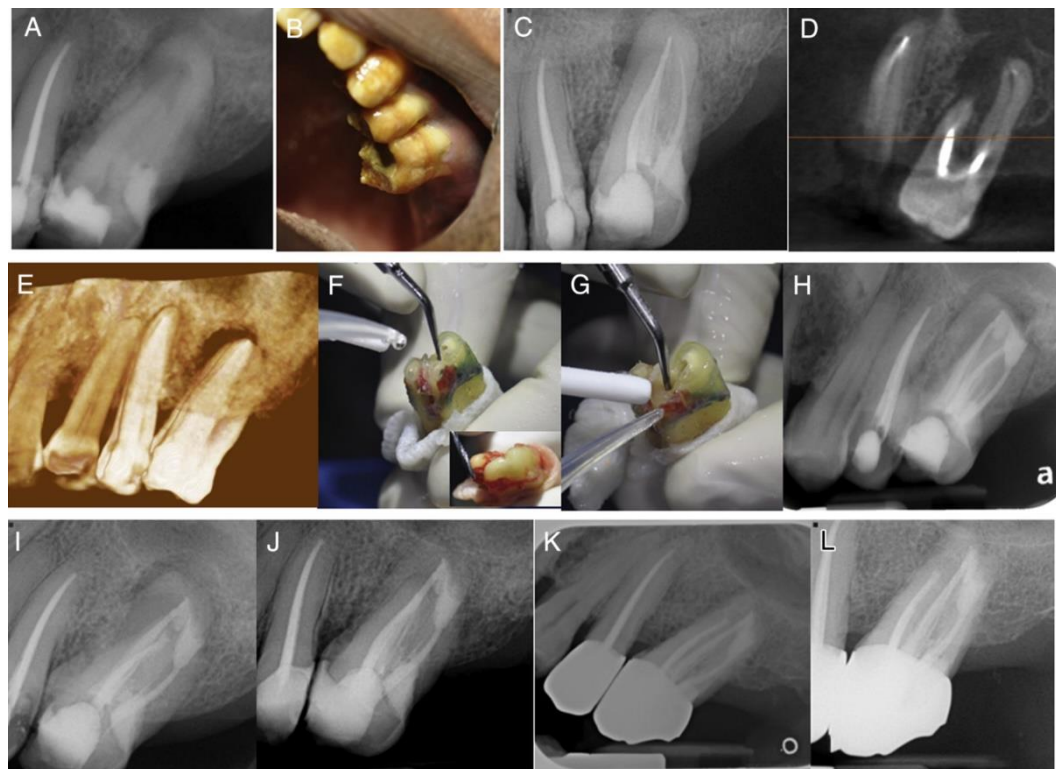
Imagen(A) radiografía preoperatoria (antes del tratamiento endodóncico). Imagen (B) fotografía del molar problema. Imagen (C) radiografía periapical previa al reimplante. Imagen (D, E) CBCT. Imagen (F, G) imágenes de la apicectomía y retropreparación del diente 26. Imagen (H) radiografía de seguimiento de un mes. Imagen (I) radiografía a los 6 meses. Imagen (K) radiografía a los 15 meses. Imagen (L) radiografía a los 2 años.
